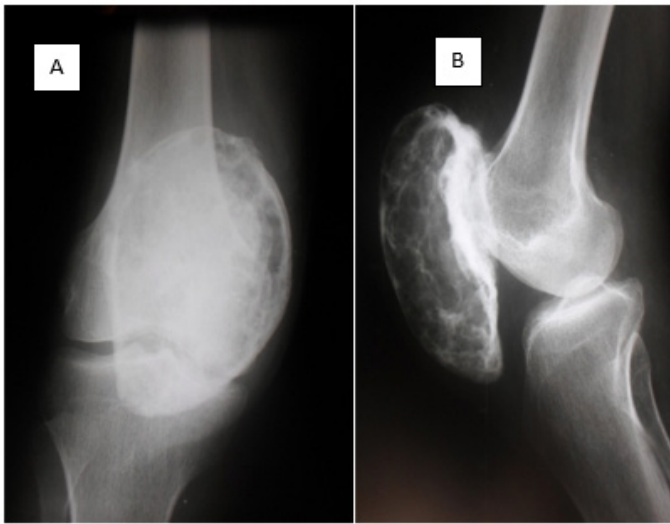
Standard AP (A) and profile (B) x-ray, showing the blown-out patella with a soap-bubble appearance.
